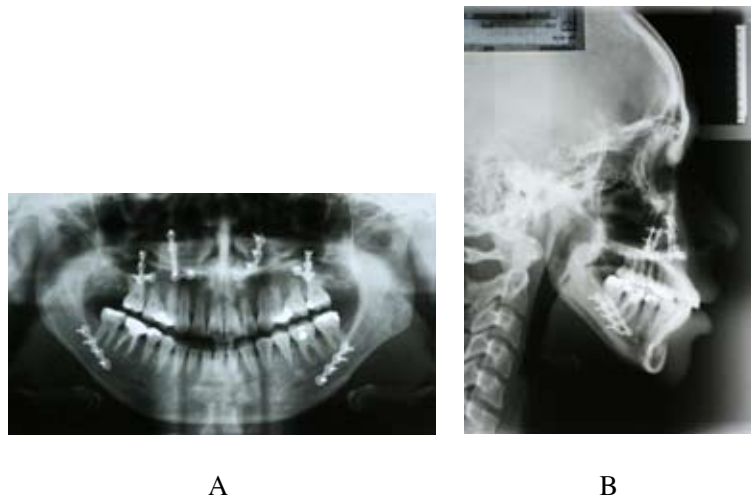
(A) Post-treatment orthopantomogram , (B) Post-treatment lateral cephalogram
